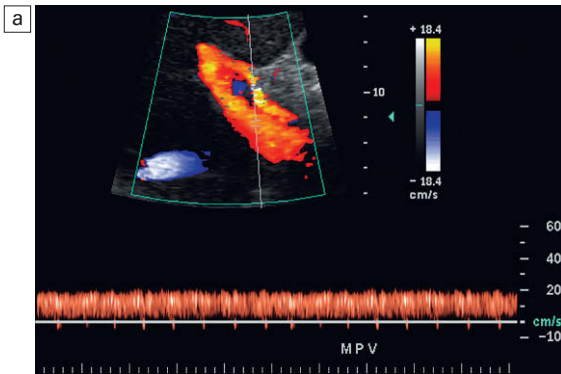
a) Trazado espectral Doppler del flujo normal en la vena porta. La velocidad de flujo de 20 cm/seg es relativamente uniforme en dirección hepatópeta. b) Trazado espectral Doppler del flujo normal en la vena porta. Hay cierta periodicidad en el trazado venoso portal de este paciente. La breve disminución de la velocidad anterógrada coincide con la sístole en la arteria hepática. La variación de velocidad también puede producirse debido a los cambios de presión con la onda A de las venas hepáticas.
